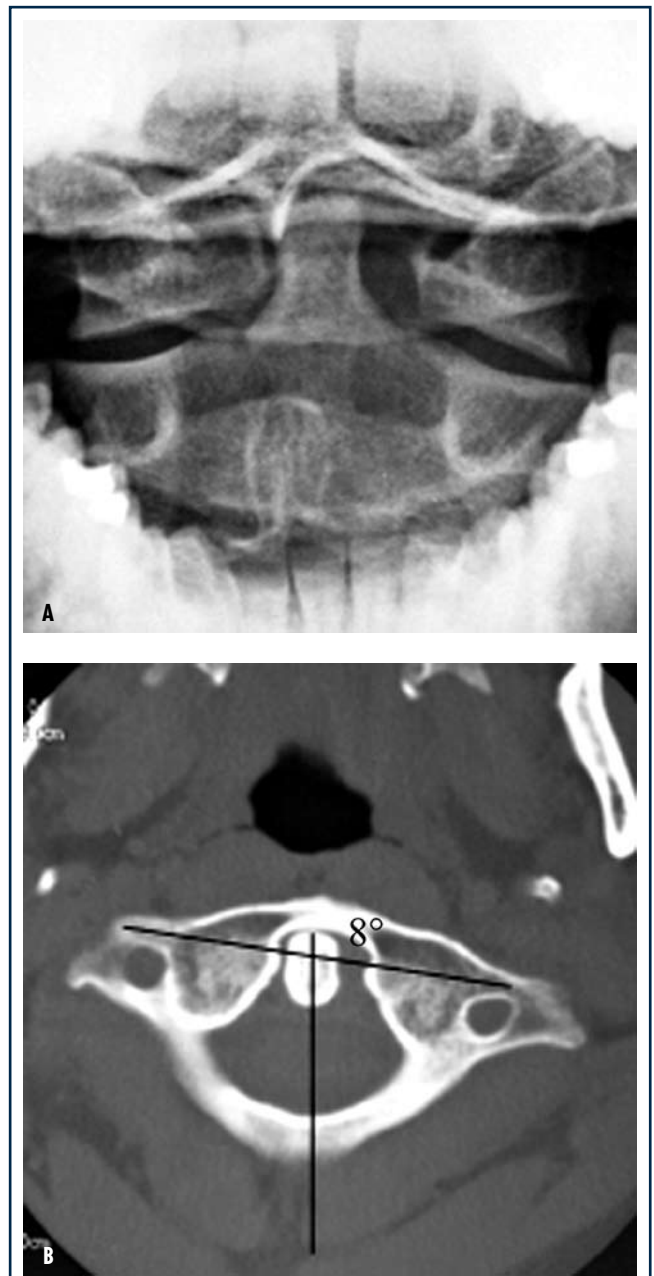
Il quadro clinico iniziale di un uomo di 29 anni (caso 3) che si presentava al Centro di Pronto Soccorso dopo un incidente stradale a velocità sconosciuta era di cervicalgia, lieve torcicollo destro, nessun coinvolgimento neurologico. L'iniziale radiografia transorale (A) evidenziava asimmetria delle masse laterali dell'atlante sul dente dell'epistrofeo, anche in questo caso identificata alla TC (B). Questa era una sublussazione rotatoria C1-C2 8° sinistra tipo I FHS.
